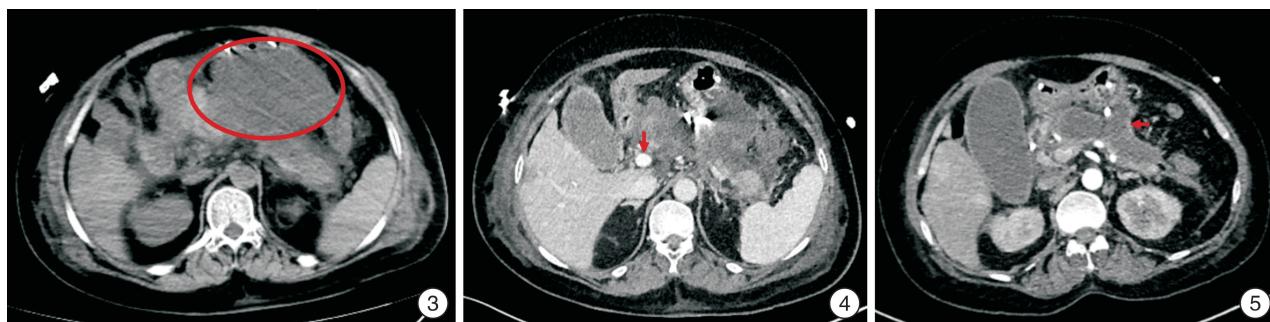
入院第 7 天腹部 CT 平扫 胰腺体部前缘低密度灶(红色椭圆)提示急性坏死物积聚; 图 4 入院第 9 天全腹平扫+增强+门静脉 CTV+腹主动脉 CTA 门静脉(红色箭头)显影清晰, 充盈缺损影消失; 图 5 全腹平扫+增强 CT 胰腺周围包裹性坏死(红色箭头)。
